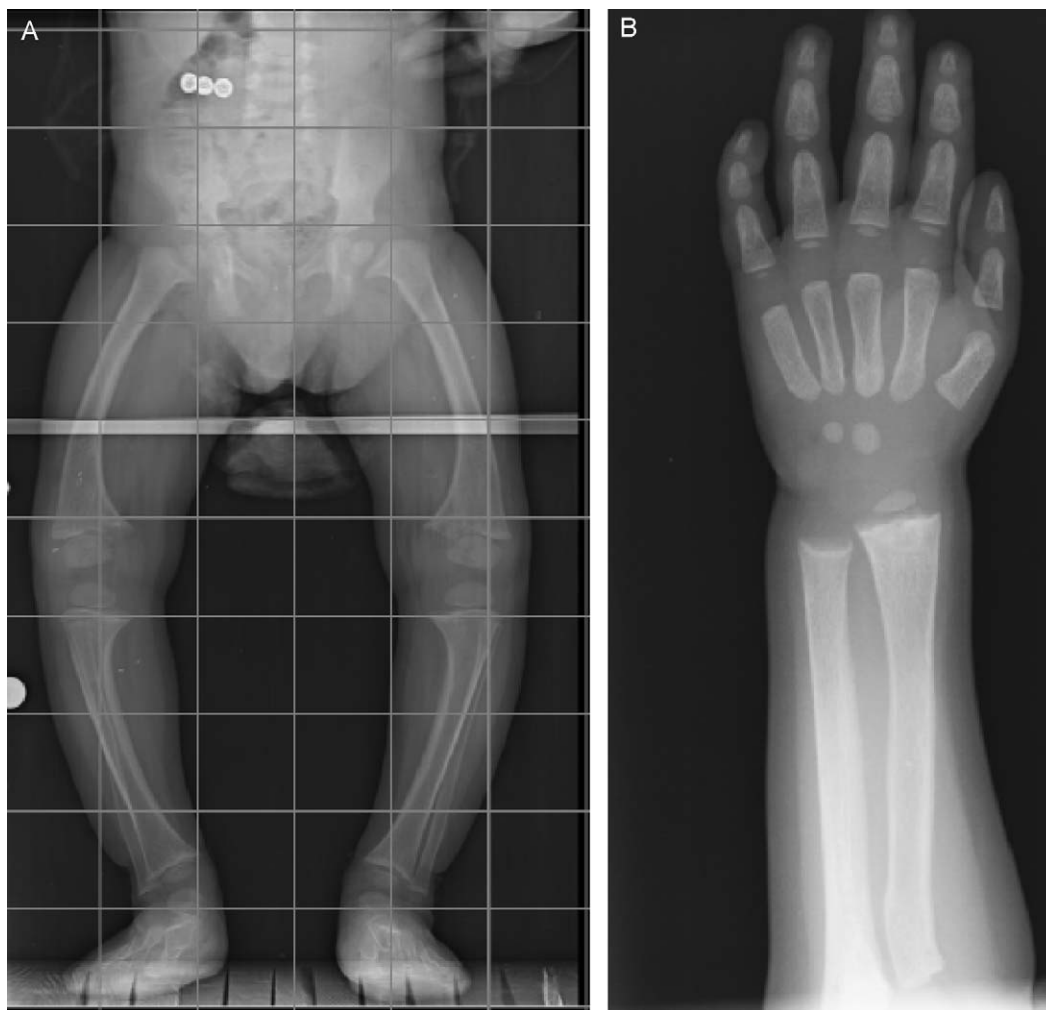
A: ambos fémures arqueados y deformados, con tibias varas. B: metáfisis de cúbito y radio en copa de champán, junto con retraso de la edad ósea en radiografía de mano-muñeca izquierda.
